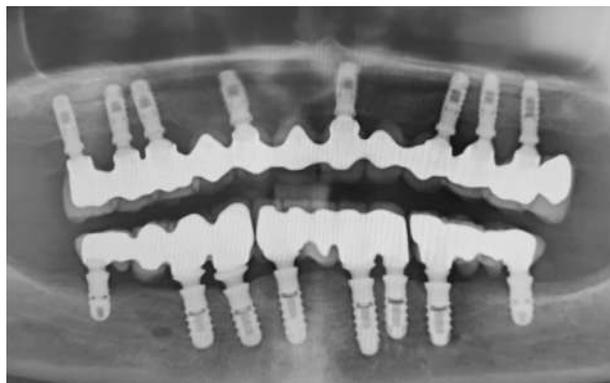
Controllo radiografico a 20 anni
